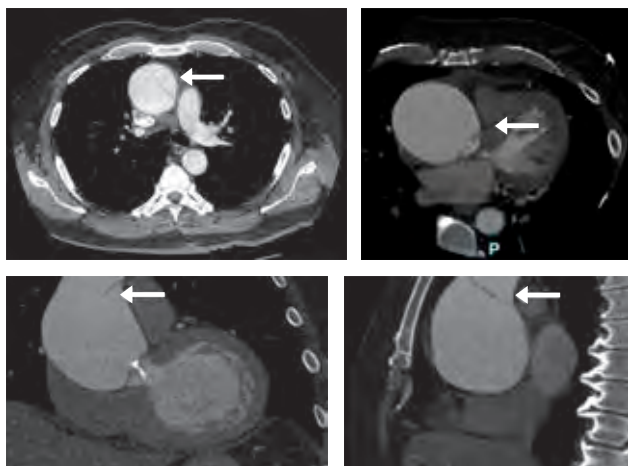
Tomografía de tórax con aorta ascendente con dilatación aneurismática máxima de 7 mm con flap de disección.
